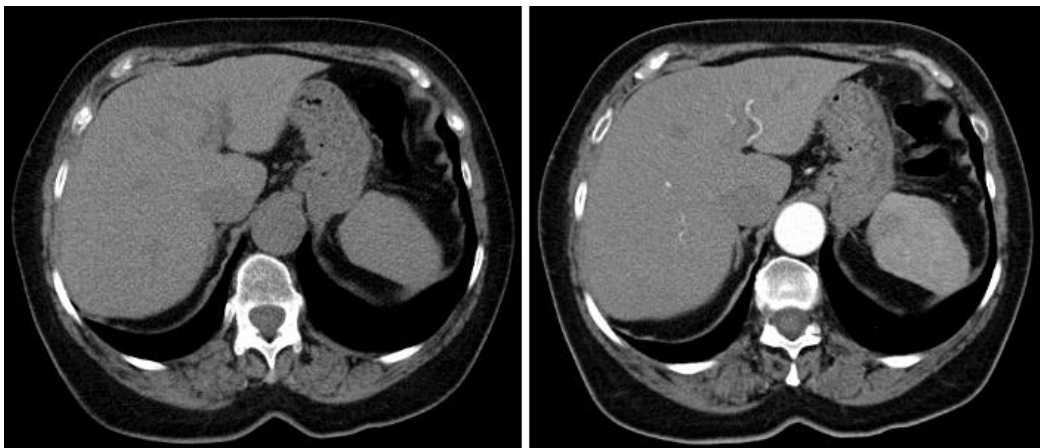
Abdominale CT-Aufnahmen der Bauchaorta, links ohne und rechts mit Kontrastmittel [28]
